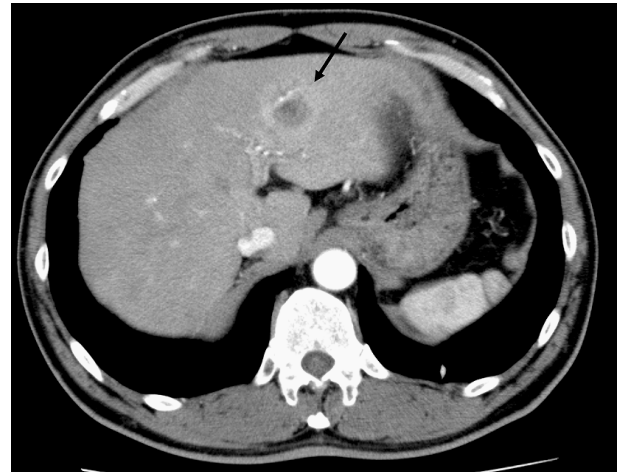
Contrast-enhanced abdominal computed tomography (CT) in the equilibrium phase. A lesion in the left lobe of the liver showed a low-density area in the center with ringed enhancement (arrow).
